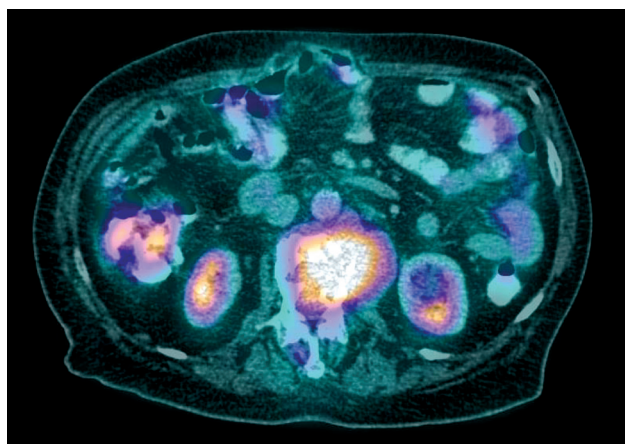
ПЭТ-КТ скан в аксиальной проекции на уровне L11. Определяется деструкция правой половины тела L11 с распространением мягкотканного компонента в спинномозговой канал и на правую поясничную мышцу. В проекции мягкотканного компонента определяется высокая метаболическая активность ($SUV_{max}=10,6$)
